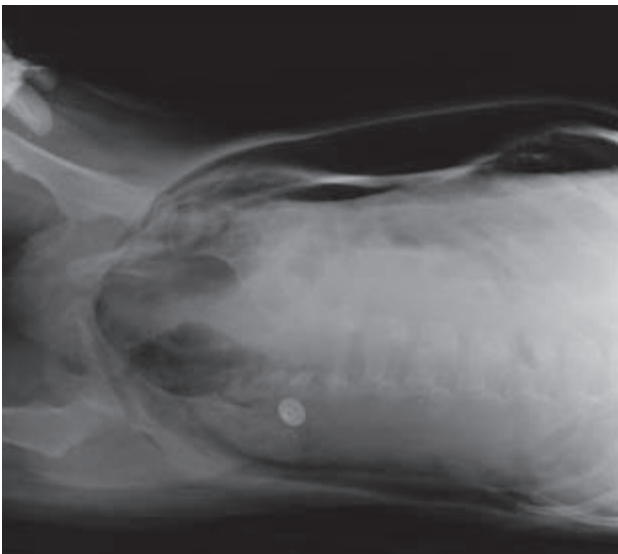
Radiografía en decúbito lateral izquierdo que muestra aire libre peritoneal y enfisema subcutáneo.
